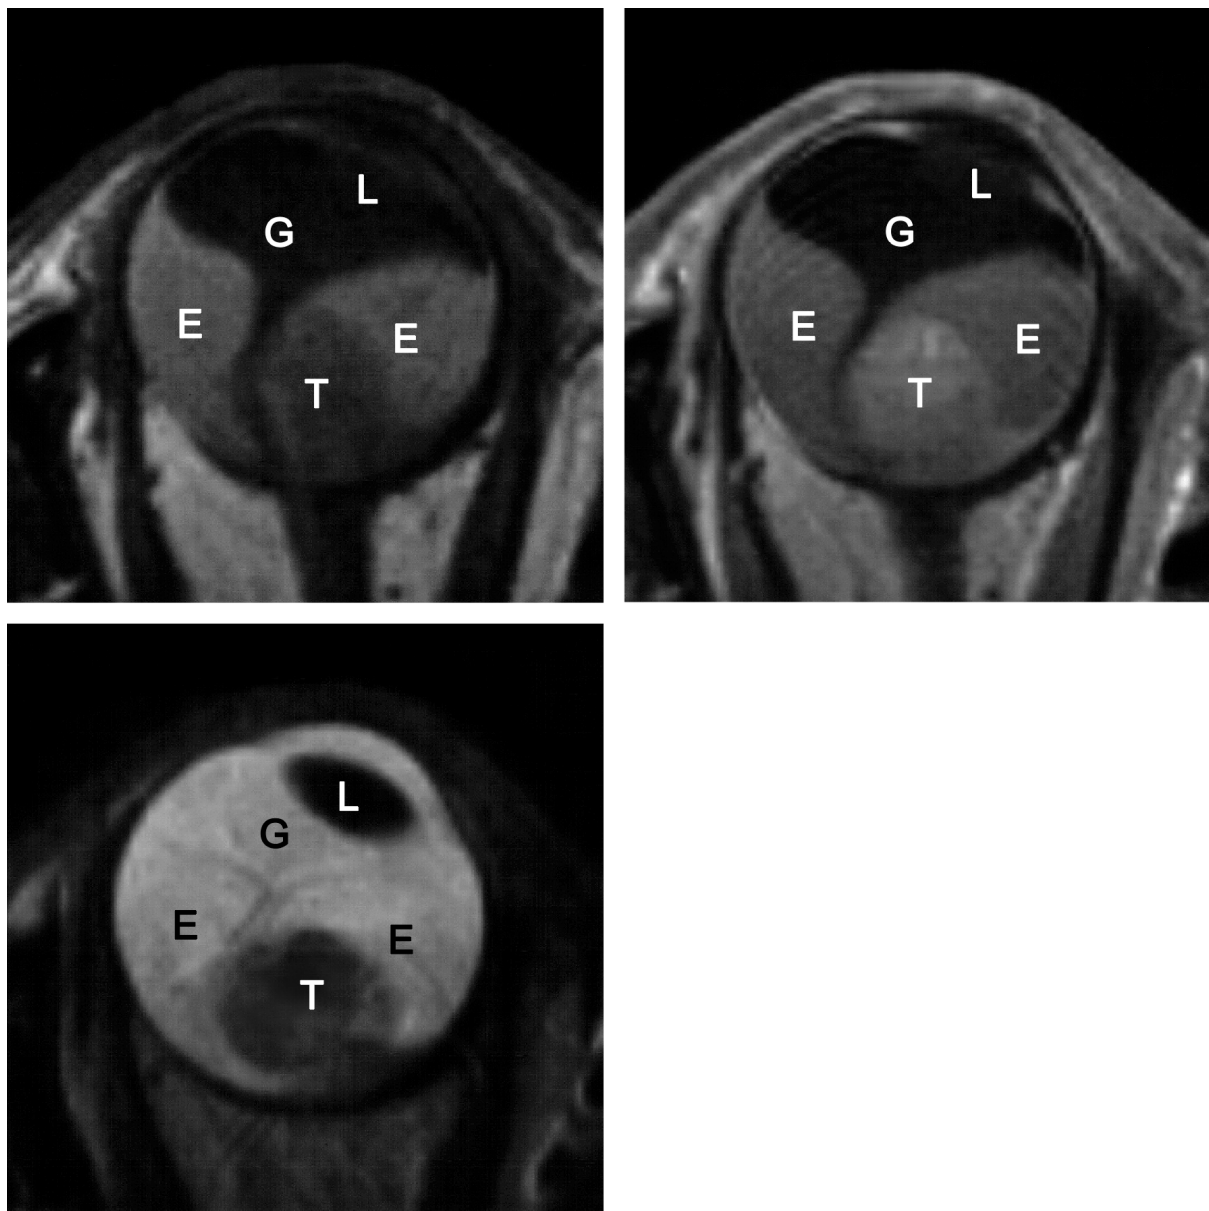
Amelanotisches Aderhautmelanom (rechtes Auge), links oben MRT-Schicht T1-gewichtet nativ, rechts oben nach Kontrastmittelgabe, links unten MRT-Schicht T2-gewichtet (T=Melanom, G=Glaskörper, E=subretinale Effusion, L=Linse)
